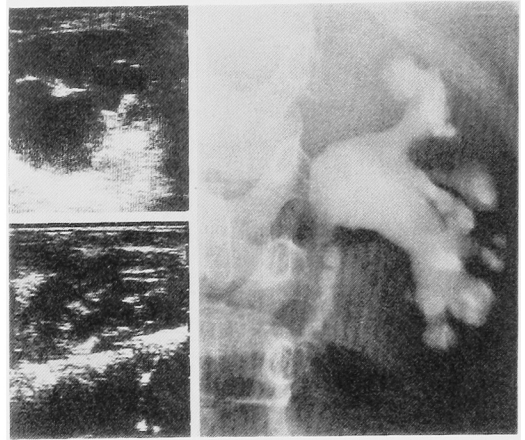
Ultrasonography and delayed intravenous pyelography of the Case 1. The left upper ultrasonic photograph showing apparent hydronephrosis of the left kidney during left flank pain attack. The left lower ultrasonic photograph showing grossly normal left kidney when the pain was disappeared. The right photograph showing the intravenous pyelography 40 minutes after contrast medium injection. Irregular filling defect was pointed out in the portion of the left uretero-pelvic junction.
